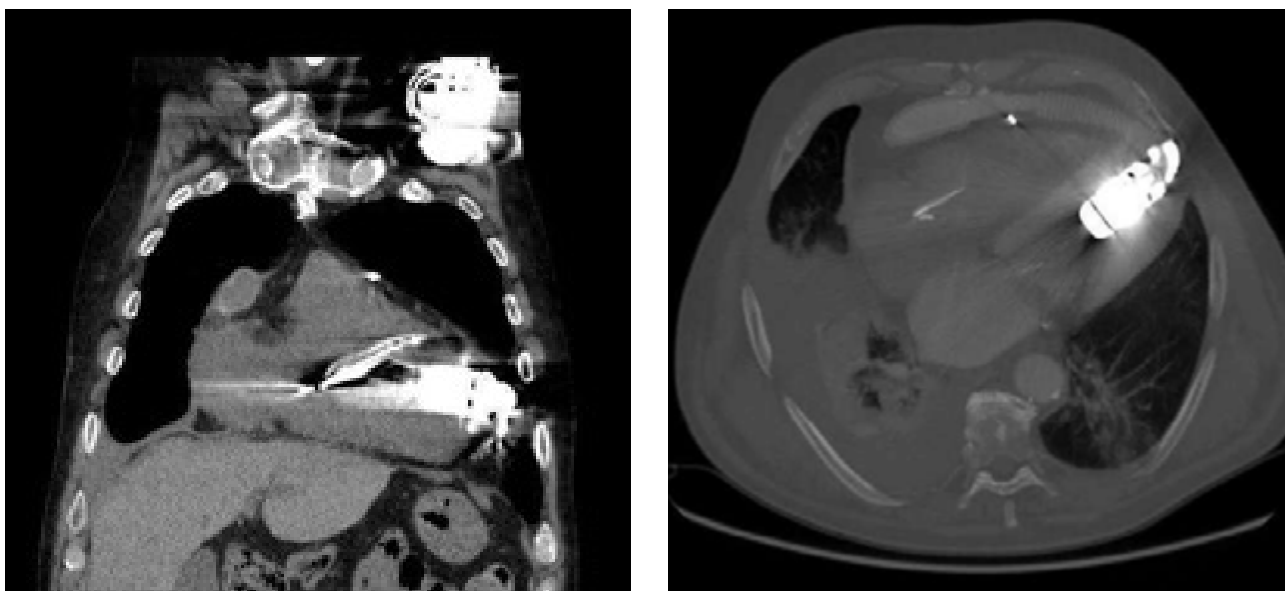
VAD ("Jarvik 2000", a flusso continuo). Immagini TAC, in sezione coronale (a sinistra) e trasversa (a destra).
